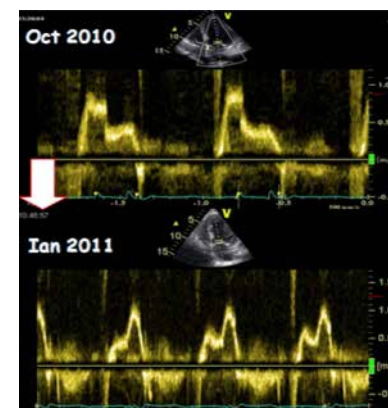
Aspecte ecografice: ameliorare a profilului de umplere diastolică de la tipul III – disfuncție restrictivă în octombrie 2010 la tipul I – relaxare întârziată în ianuarie 2011
